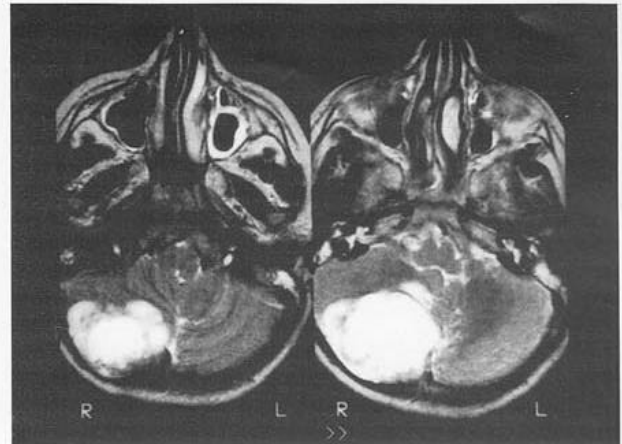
RM de cerebro, T1, corte transversal, meduloblastoma en cerebelo derecho, no capta contraste, con áreas de necrosis en su interior.
